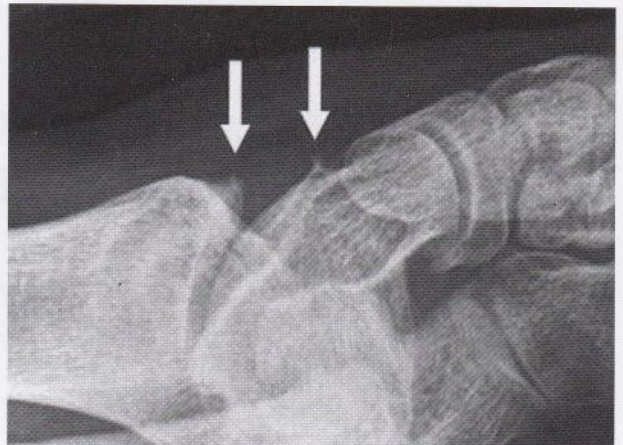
Radiografía donde se pone en evidencia la presencia de osteofitos anteromediales.
